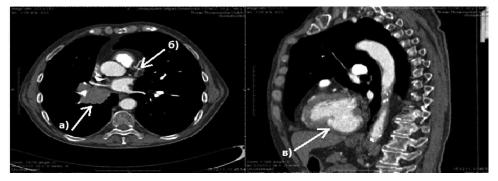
КТ-ангиография без кардиосинхронизации. Мужчина, 66 лет. Центральный рак правого легкого (а). Атеросклероз КА (б). Постинфарктная аневризма левого желудочка (в)
